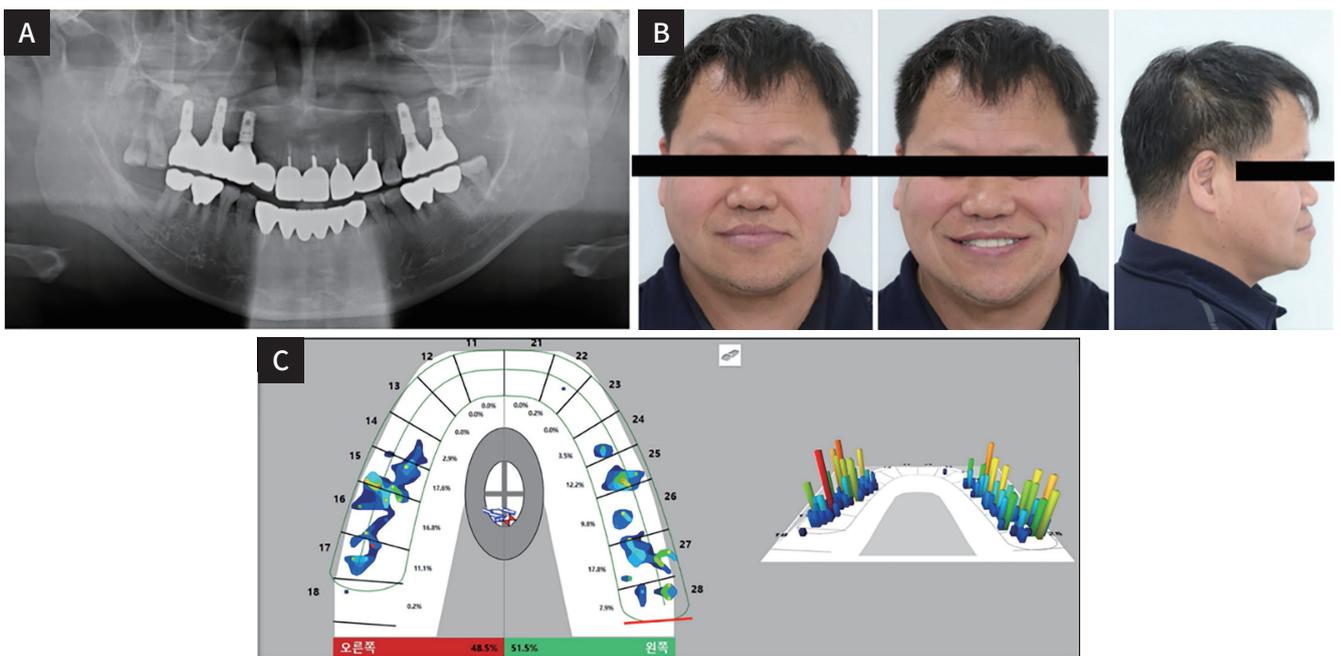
(A) Panoramic radiograph after prosthetic treatment, (B) Extraoral photograph after treatment, (C) T scan data after treatment. It shows balanced and stable posterior occlusion relationship.
